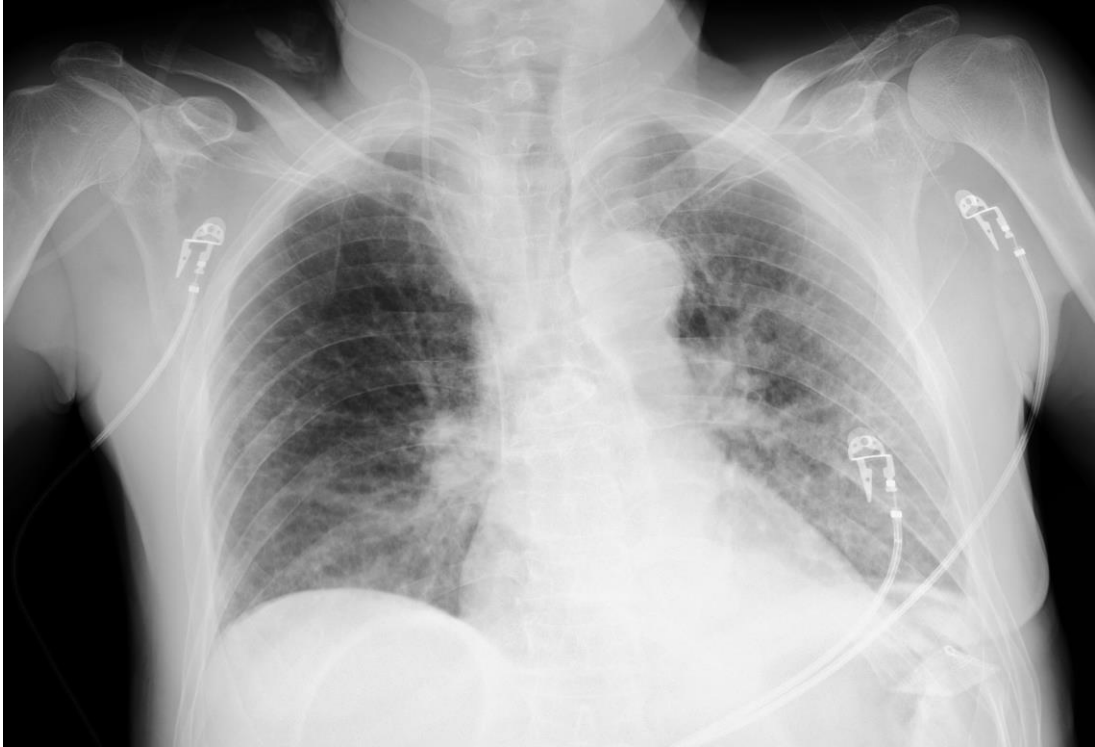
Radiografía de tórax portátil posteroanterior donde se observa infiltrados alveolares bilaterales extensos que ocupan prácticamente la totalidad de ambos pulmones con más intensidad en campos medios y basales
